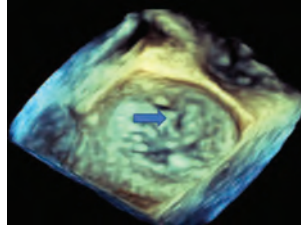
Three dimensional (3-D) transesophageal echocardiography image shows a tear at A2 scallop of the anterior mitral leaflet.
